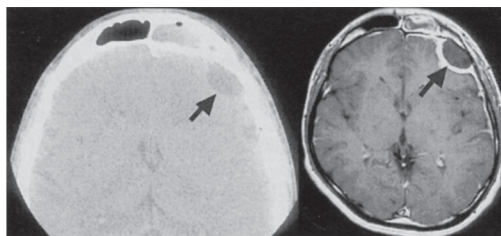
Contrast enhanced CT scan (left) and T1 weighted MR image (right)
